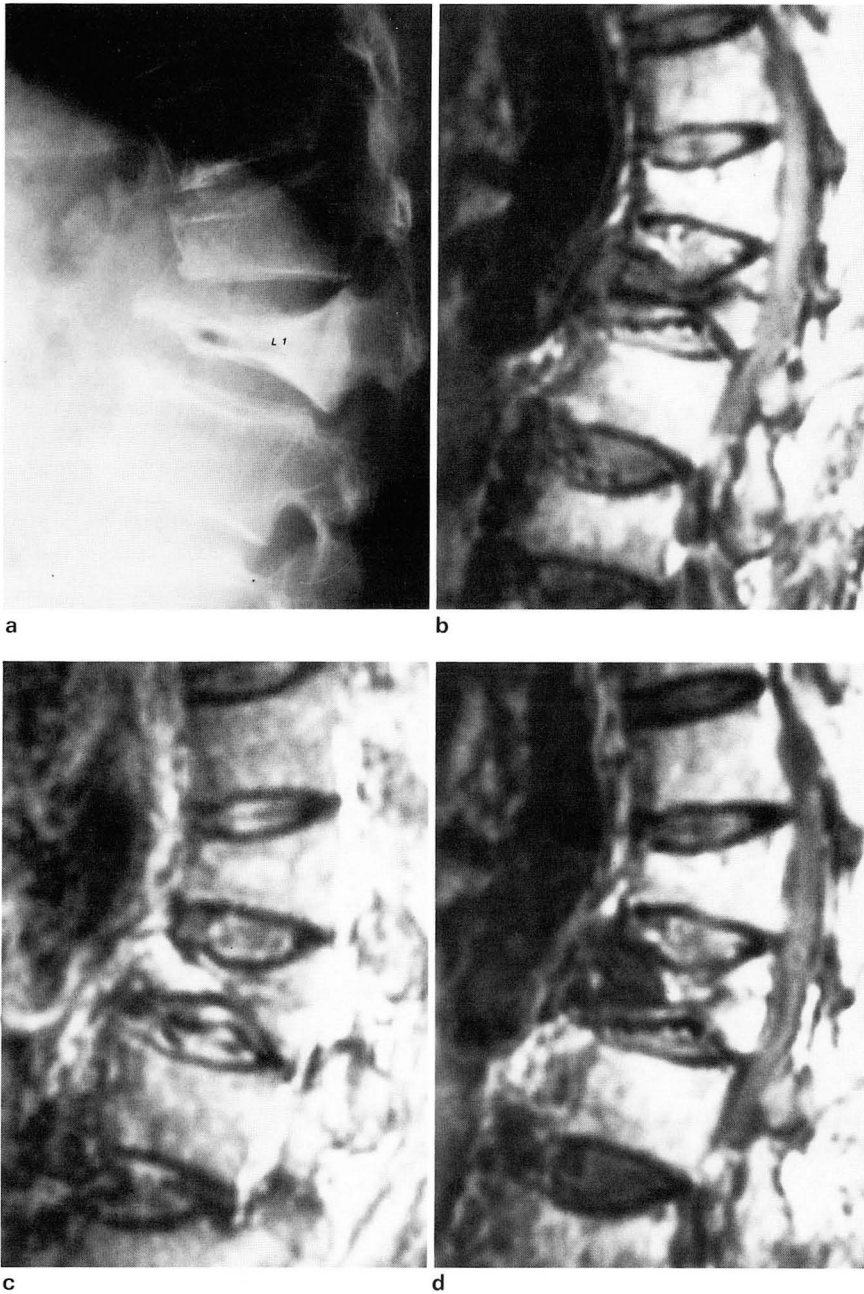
Case 2. Lateral plain radiograph of lumbar spine(a) reveals compression of L1 vertebral body with intraosseous vacuum cleft and sclerotic change. T1-weighted image(b) shows low signal intensity of intravertebral cleft, whereas it is seen as high signal on T2-weighted image(c). Remained bone marrow shows isosignal intensity with adjacent vertebral bodies. Central high signal line with peripheral low signal band on T2-weighted images in the crack of posterior body may represent "double-line sign". After Gd-DTPA administration(d), suspicious focal enhancement in dependent portion of the cleft is seen.
